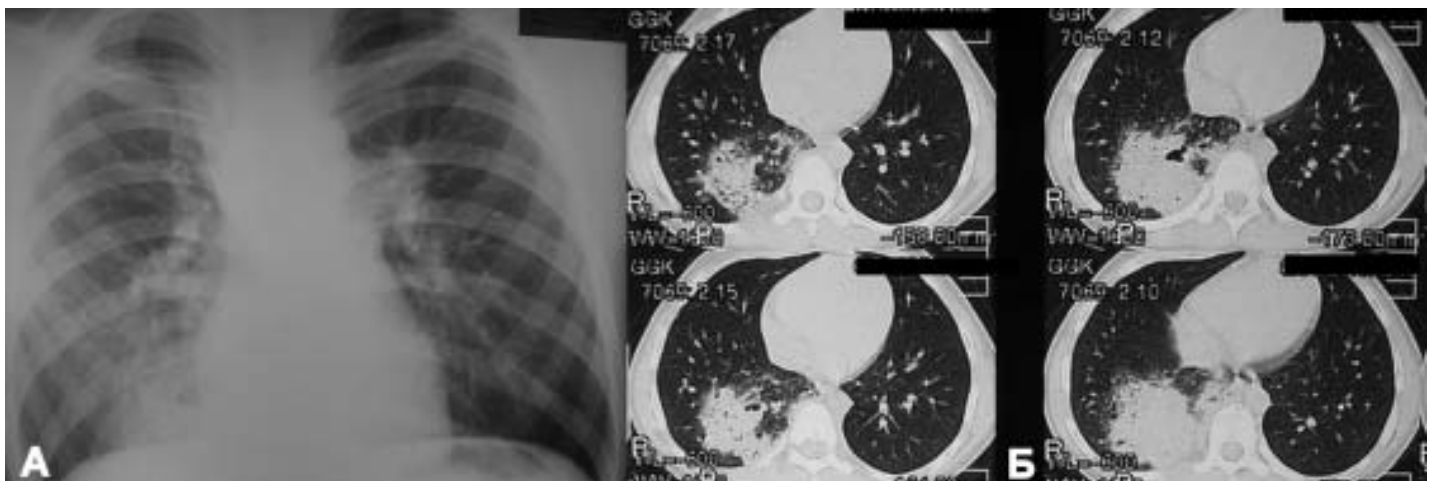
А – обзорная рентгенограмма до операции. Отмечались инфильтративные изменения в нижних отделах правого легкого, слева патологии не выявлялось. Б – компьютерная томография до операции. В С10 правого легкого определяется участок затемнения с мелкими распадами.
